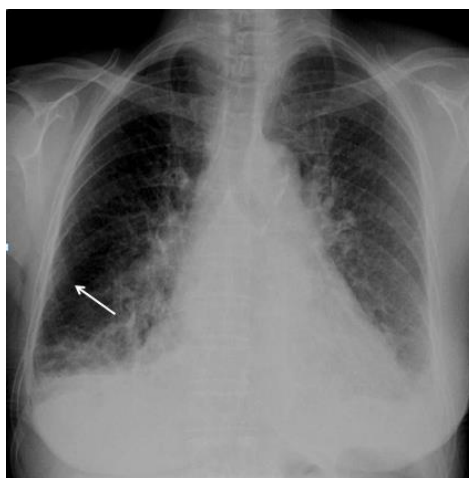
Paciente feminina com história de Insuficiência Cardíaca. Radiografia de tórax em PA demonstra infiltração intersticial reticular bilateral e difusa associada a cardiomegalia. Na porção lateral do pulmão direito identificam-se opacidades lineares perpendiculares à pleura (seta), características de linhas septolinfáticas ou linhas B de Kerley.
